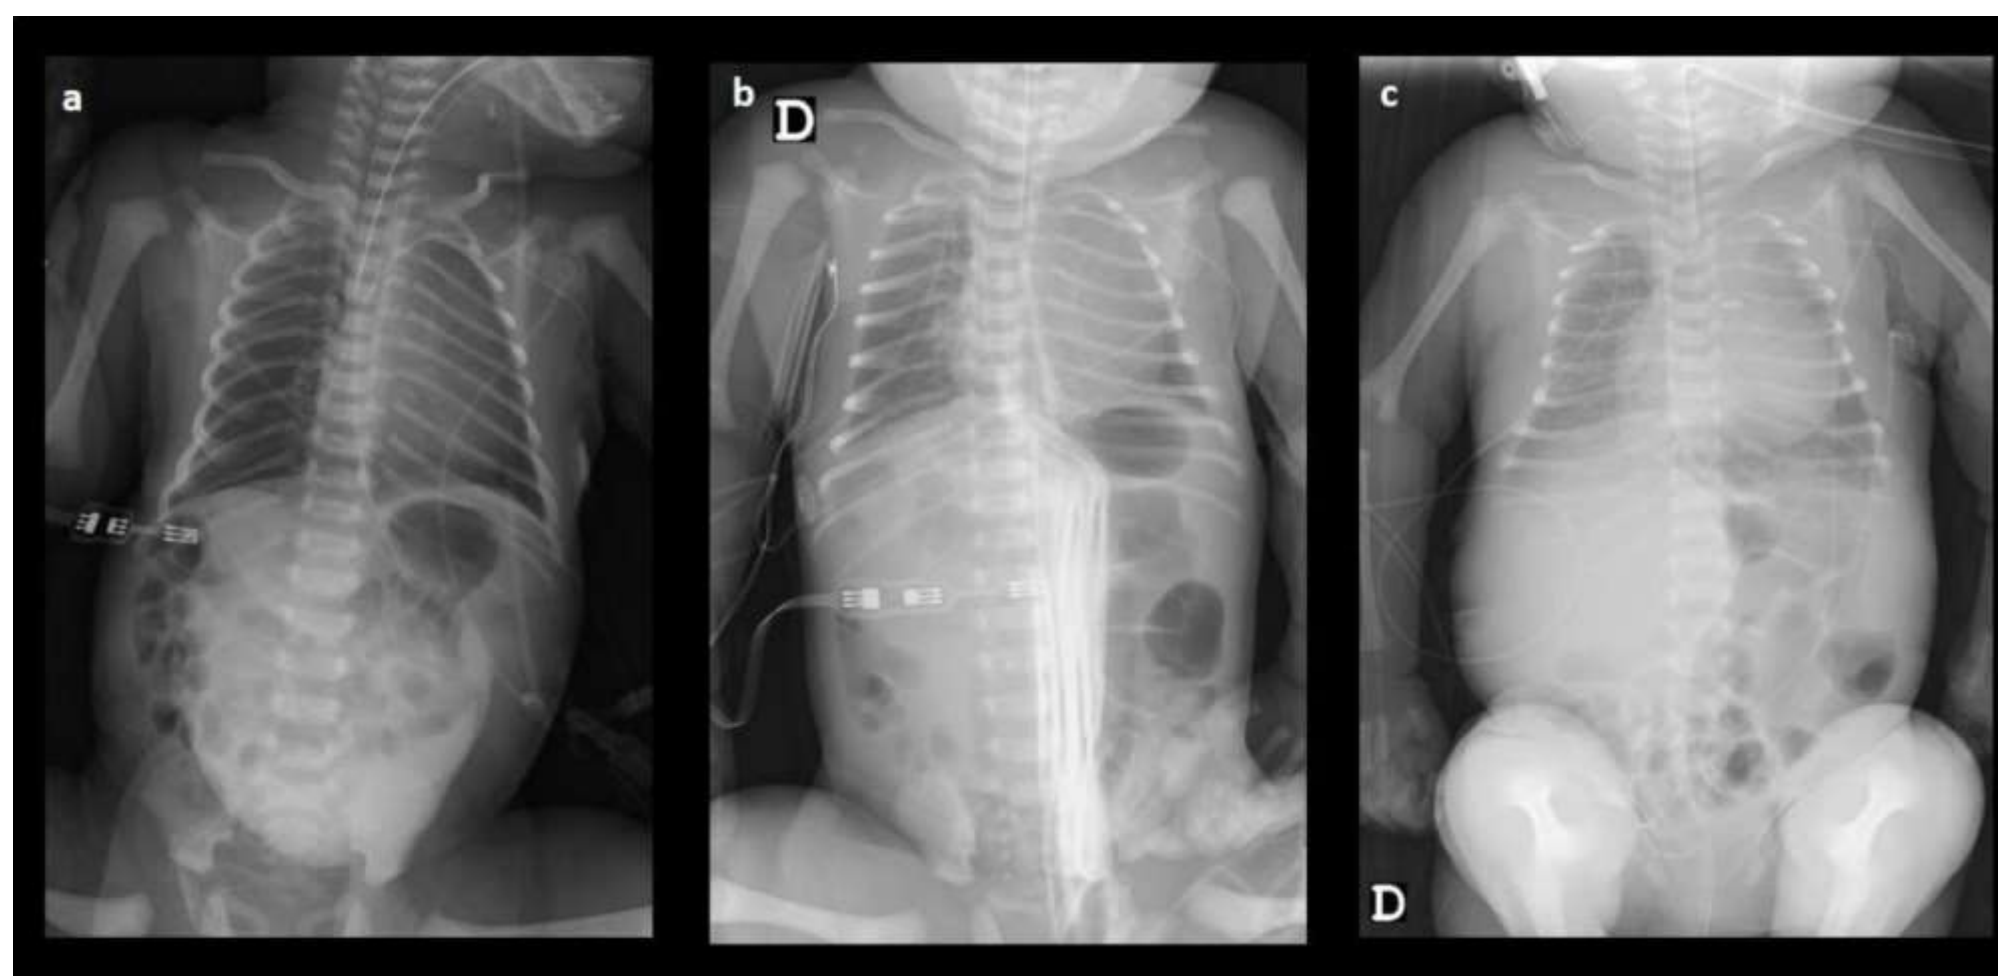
Radiografía abdominal. Las imágenes a), c) muestran una masa de partes blandas proyectada en el cuadrante inferior y derecho del abdomen en dos prematuros diferentes con onfalocele. En el primero (a) se observa un defecto de tamaño moderado que contiene el hígado parcialmente herniado. En el segundo caso el defecto es más pequeño. Las imágenes b) y d) se realizan en el postoperatorio. Se observa la distensión generalizada de asas secundaria a la cirugía reparativa. En ambos casos se realizó un cierre primario del defecto.
